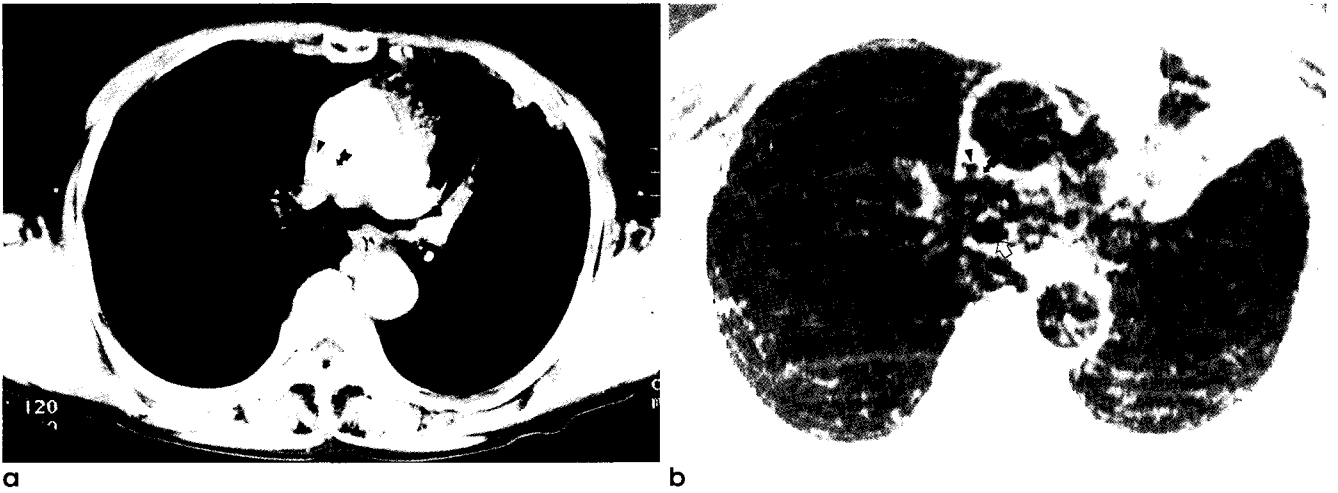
Bronchial anthracofibrosis in a 65-year-old woman. a. CT scan shows narrowing of superior vena cava (arrowhead) by enlarged right lower paratracheal lymph node (arrow). b. T2 weighted MR image shows narrowing of superior vena cava (arrowhead) by right lower paratracheal lymph node (arrow), which show low signal intensity compared to muscle. Open arrow indicates right main bronchus.
